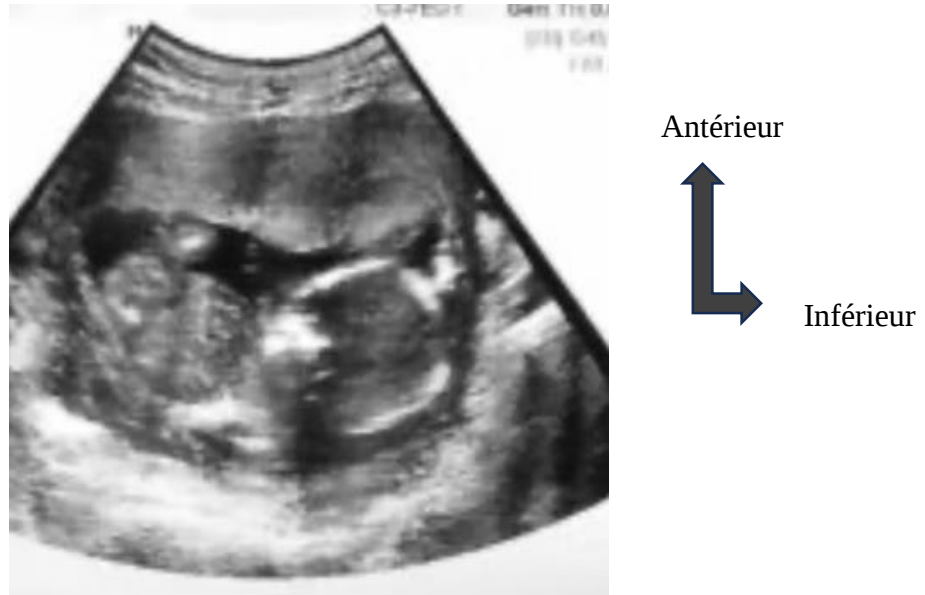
Image des premières échographies en temps réel [10].
